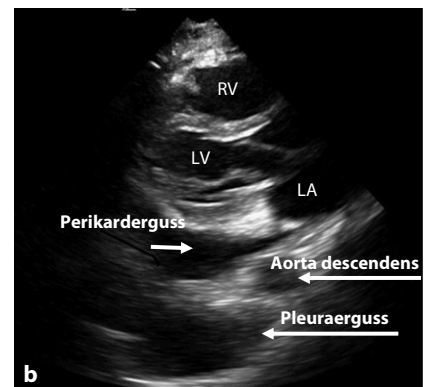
▲ b Perikarderguss ventral der Aorta descendens und Pleuraerguss dorsal der Aorta descendens in der parasternalen langen Achse
